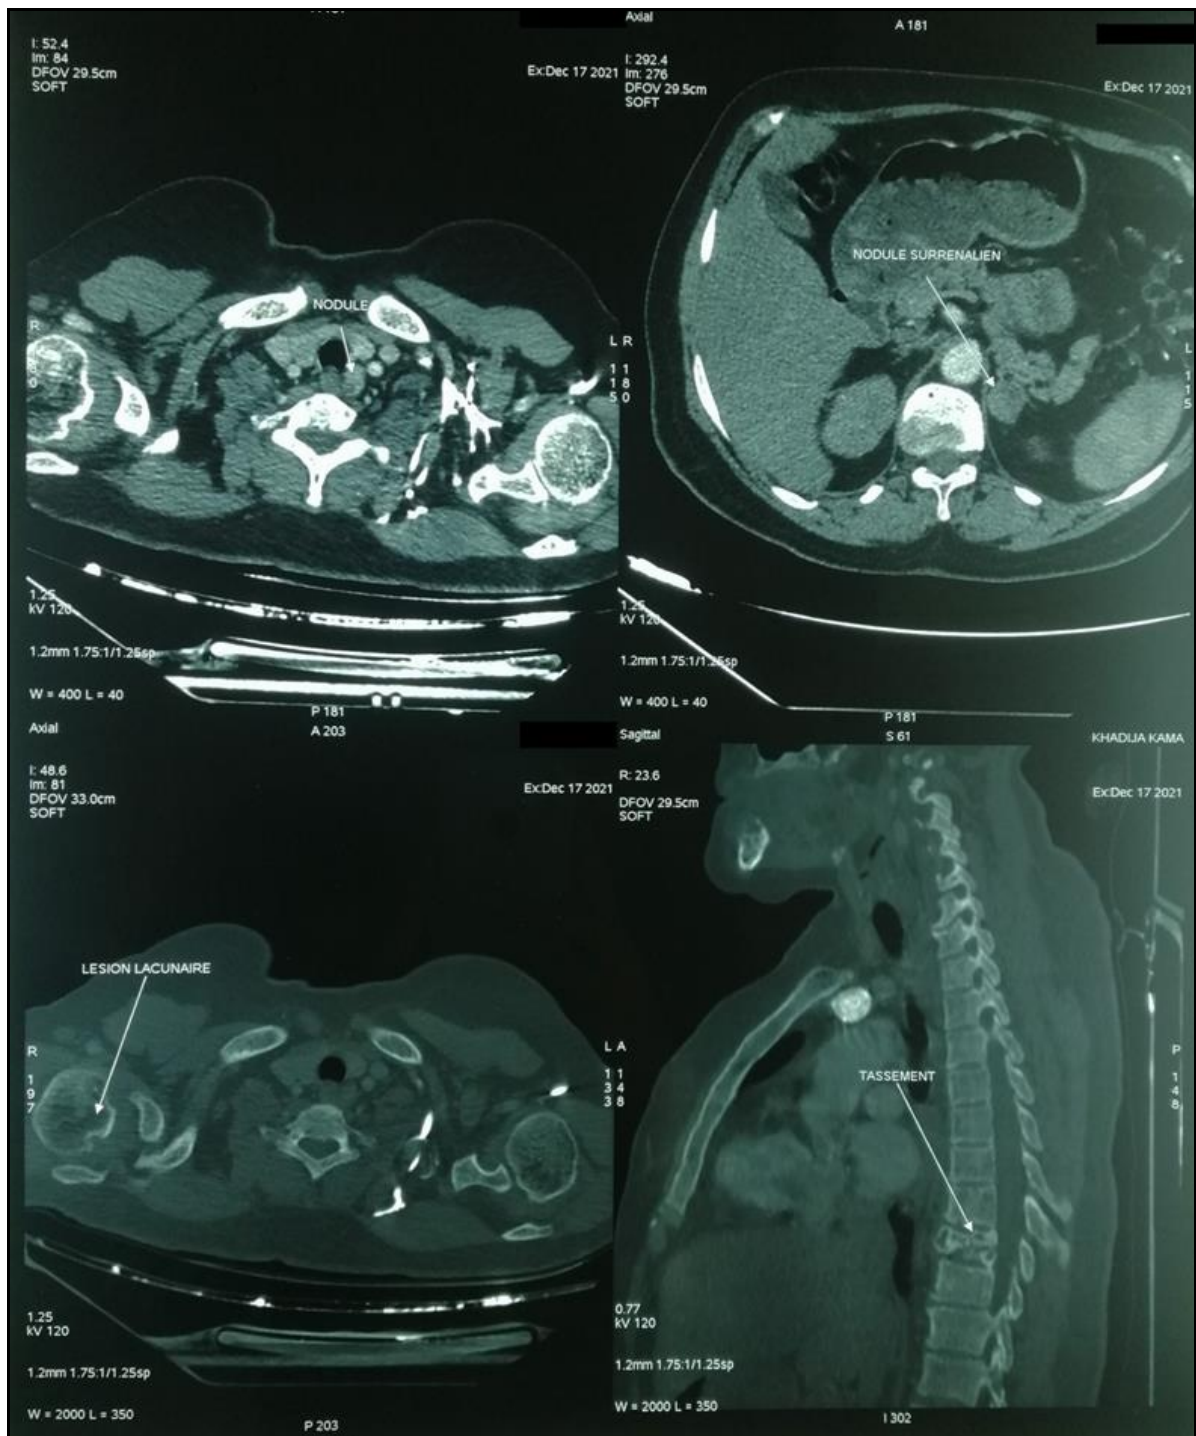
TDM cervico-thoracique objectivant un nodule rétrothyroïdien gauche évoquant un adénome parathyroïdien avec des lésions osseuses lacunaires du squelette axial et périphérique évoquant en premier des tumeurs brunes.
